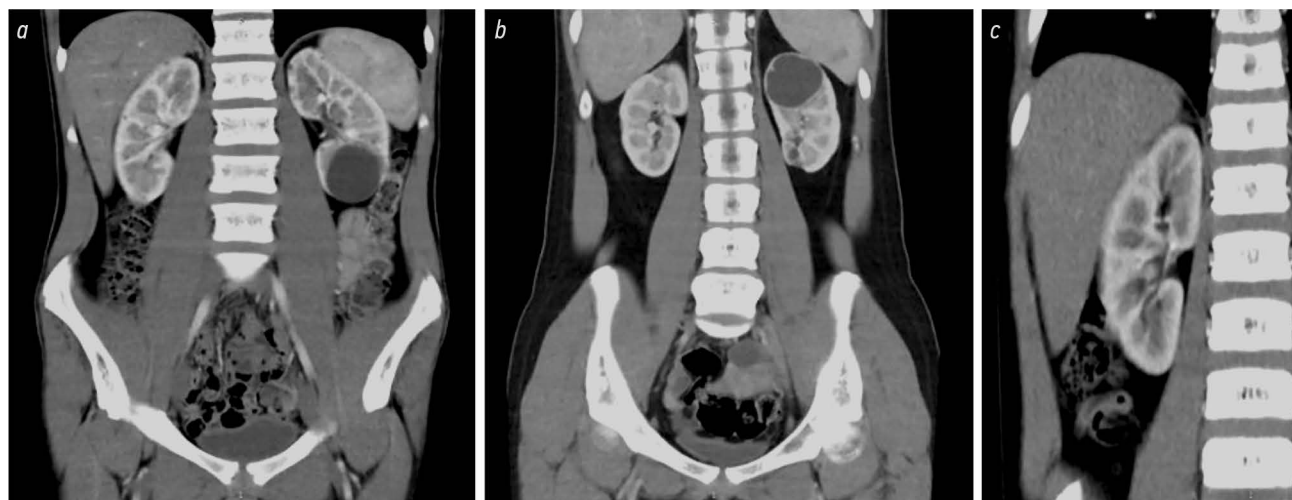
Компьютерные томограммы пациентов с кистами нижнего и верхнего полюса левой почки: *a* — пациент № 1, киста нижнего полюса левой почки; *b* — пациент № 2, киста верхнего полюса левой почки, *c* — пациент № 3, киста верхнего полюса левой почки.
